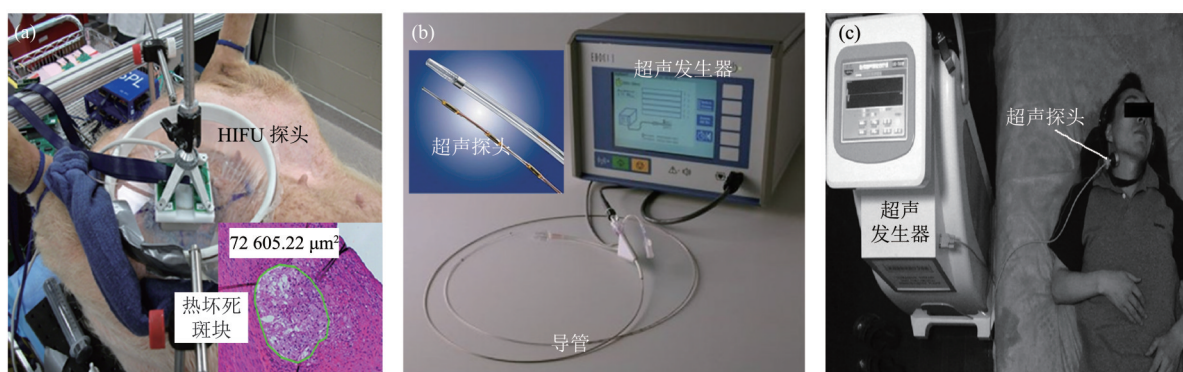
HIFU(a)^[6], catheter-delivered(b)^[17] and unfocused(c)^[18] ultrasound system for therapy, and their therapy
